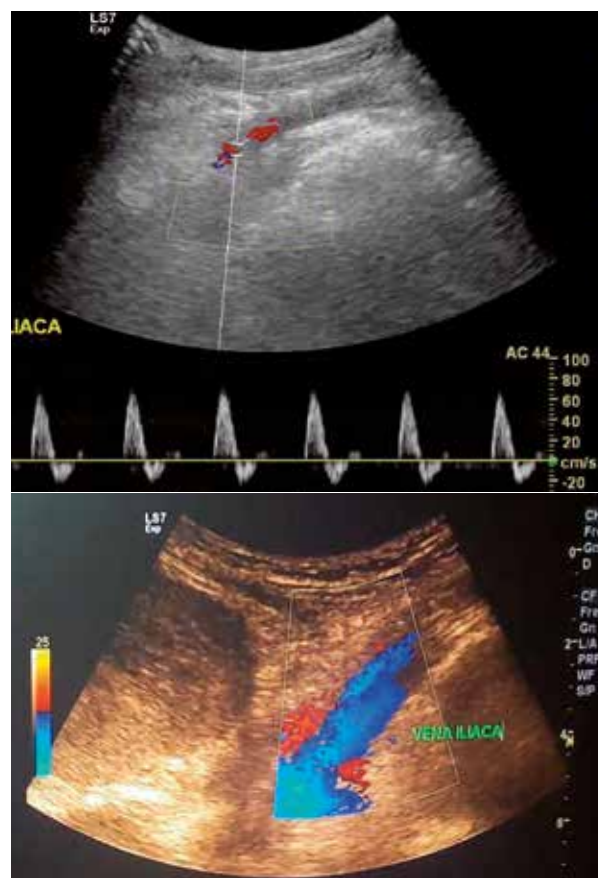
Evaluación de vasos ilíacos. A) Doppler color y espectral de Arteria ilíaca. B) Doppler color de vena ilíaca.
